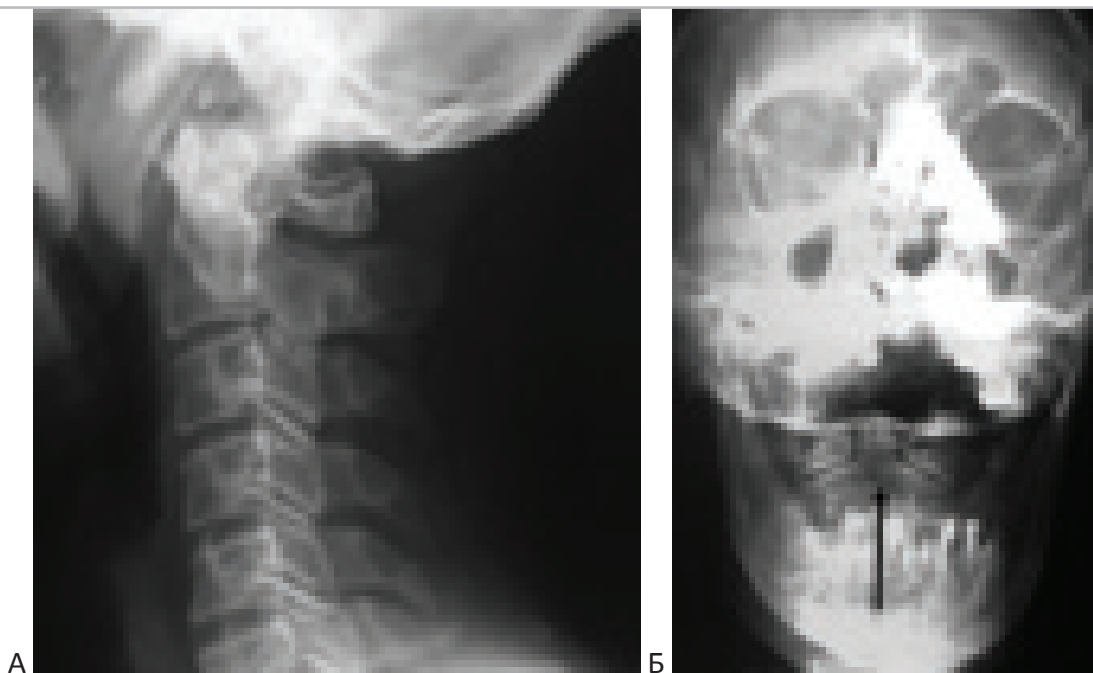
Рентгенограммы больного с хордомой основания черепа, распространяющейся на С1-С2 позвонки и в ротоглотку до операции, отсутствие нестабильности краниовертебрального сочленения. “А” - боковая проекция краниовертебральный переход и шейный отдел позвоночника. Нет расширения сустава Крювелье, нет явных изменений костных структур С1-С2. “Б” - прицельная рентгенограмма ската черепа и С1-С2 позвонков в прямой проекции. Инфильтрация опухолью зубовидного отростка С2 (стрелка). Снижение плотности костной ткани.
